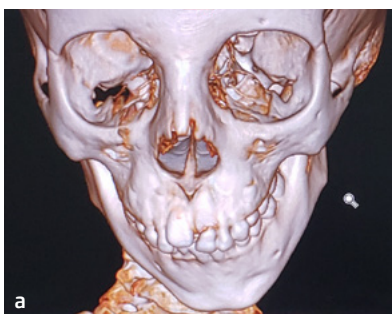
TAC 3D frontal preoperatoria.
